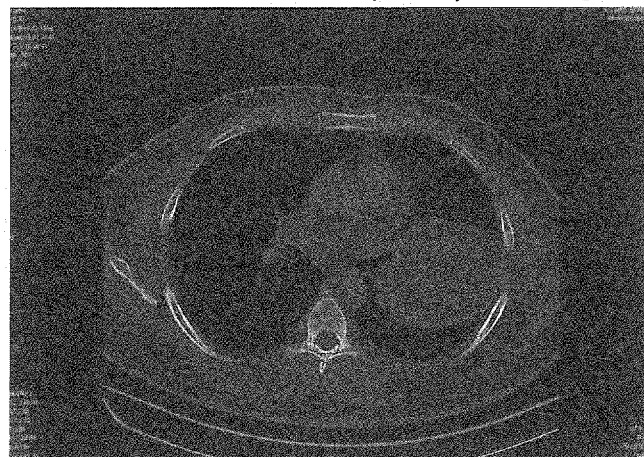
CT toracic (topogramă și secțiune transversală).
